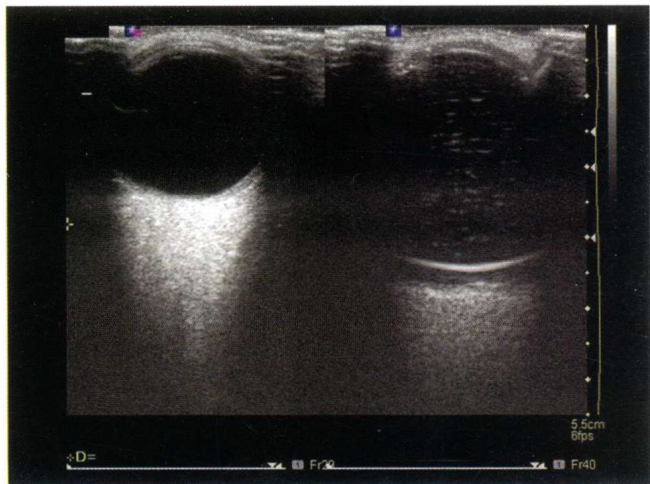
左侧图为正常比例眼的二维超声图像;右侧图为当玻璃体内注入人工液体后声传播速度发生了改变,眼图像的比例也发生了改变。如果据此测量就会产生严重的误差,故在临床上要高度注意,当在患者身上扫描任何人工植入物时需要警惕该现象的发生
